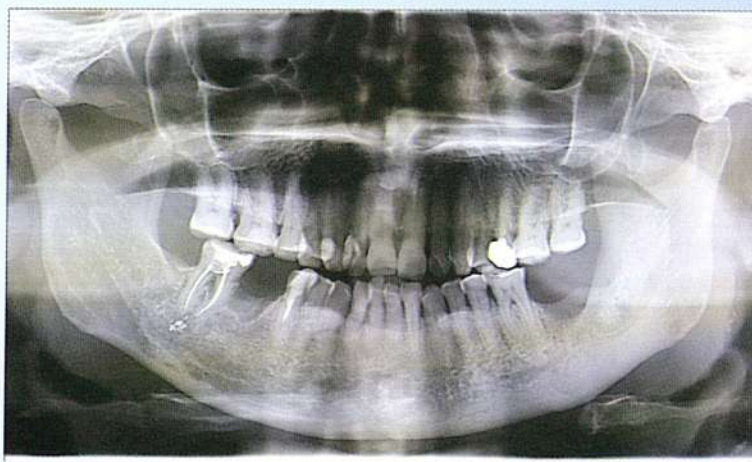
Radiografia panorâmica após 30 dias da exodontia do 46.
